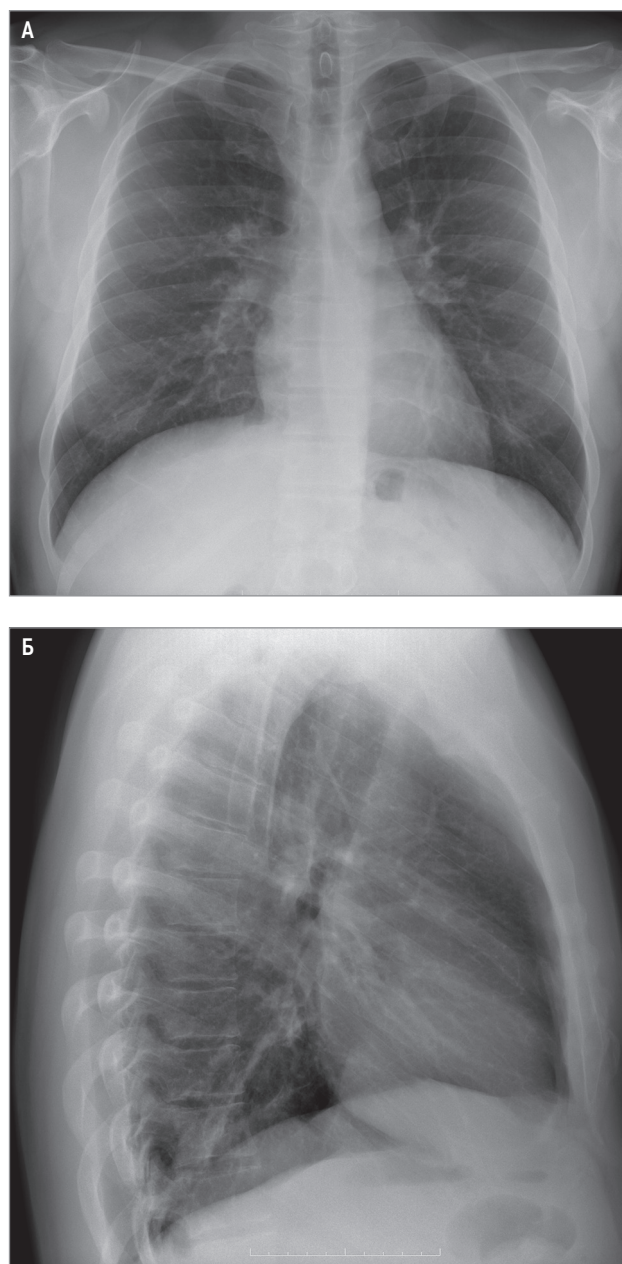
Обзорная рентгенограмма: А – прямая передняя проекция; Б – правая боковая проекция
